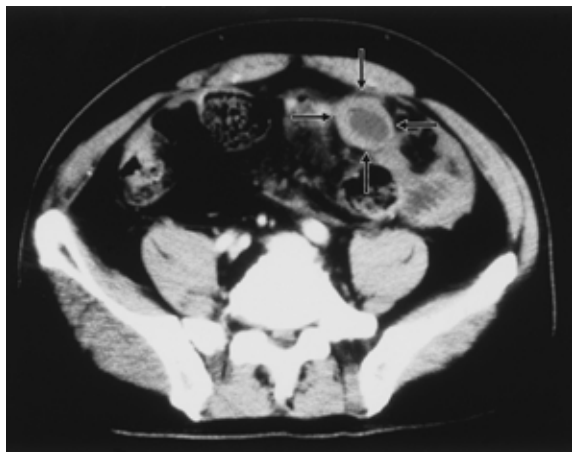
骨盤CT検査. 矢印のごとく左下腹部腸管の肥厚性変化が認められる.
